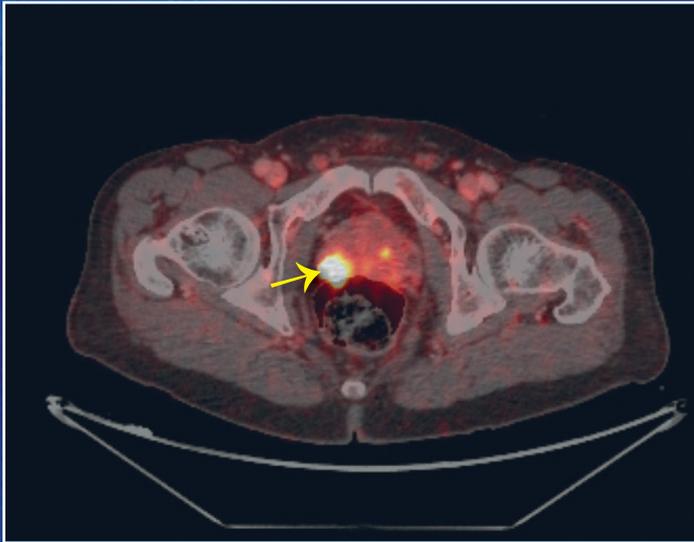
68GaPSMA-PET / CT (transversal): Mittels eines mit Gallium-68 markierten Prostata-spezifisches Membranantigen (PSMA) werden Tumore in der Prostata (Pfeil) sowie Metastasen in Lymphknoten sensitiv und hoch spezifisch erkannt
